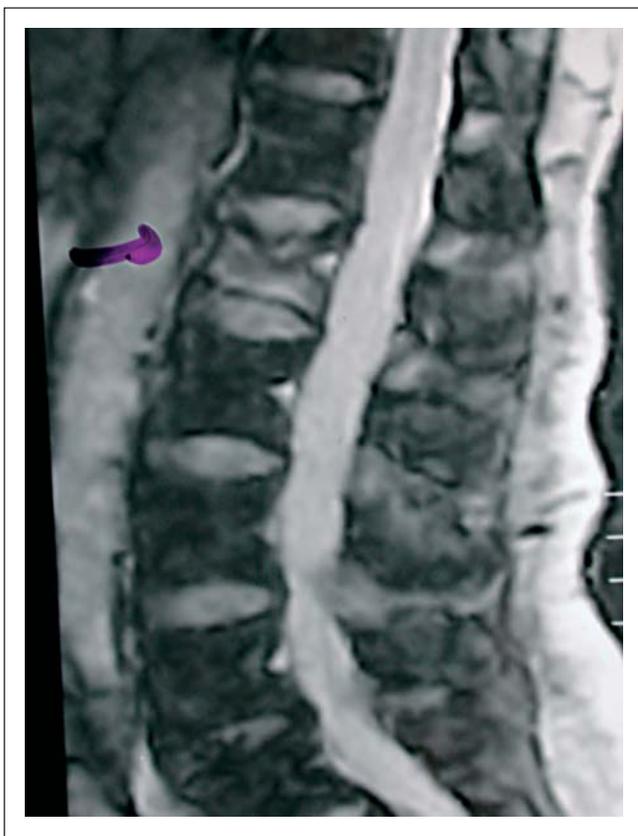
Erst das MRI zeigt einen eindeutigen Befund: Ödem im Bereich der Läsion
